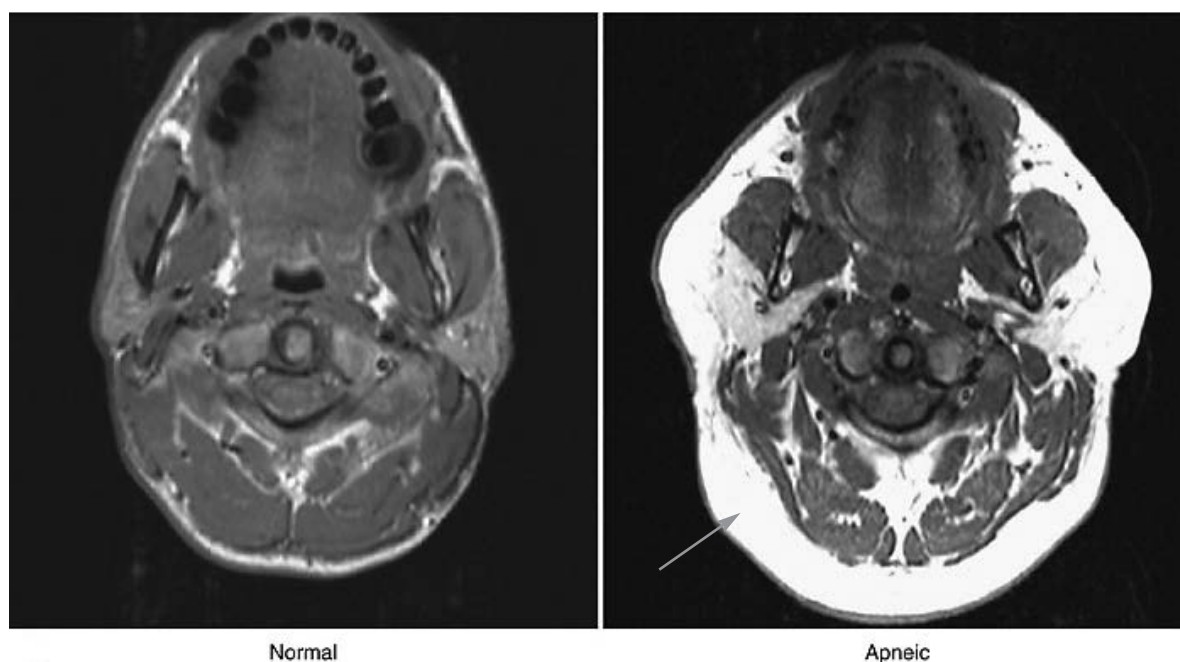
Слева МРТ в аксиальной проекции здорового человека, справа — пациента, страдающего ожирением, расстройствами дыхания во время сна.
